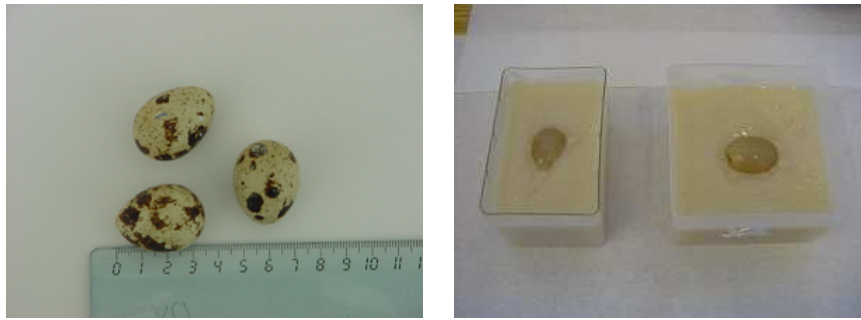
Fantôme ultrasonore de la forme d'un œuf de caille inclus dans un gel.
